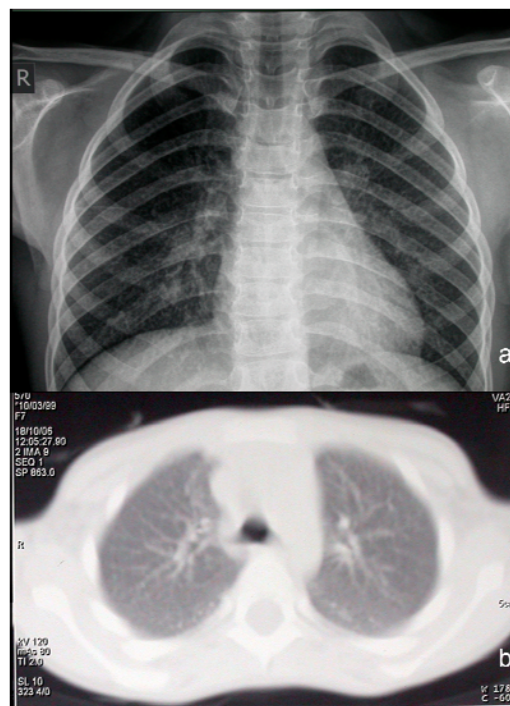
a) Chest radiography revealing fine reticulonodular pattern of lung interstitium involvement; b) High resolution computerized tomography of the lungs showing marked bilateral interstitial markings with ground-glass appearance
